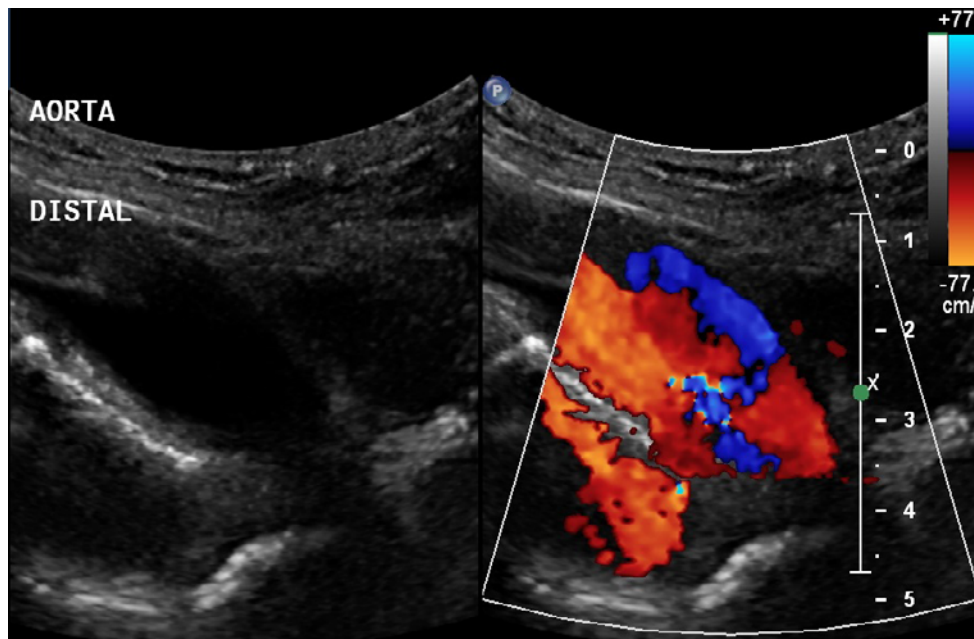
Tela dividida: modo-B / Doppler colorido da porção distal da aorta (eixo longitudinal)
